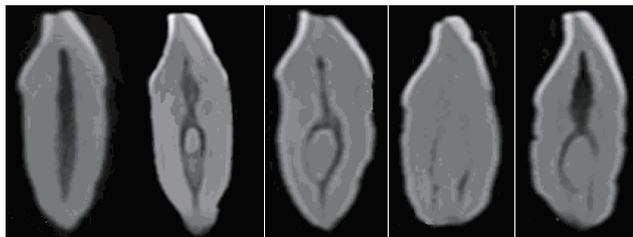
CBCT 显示 Vertucci 各分型
